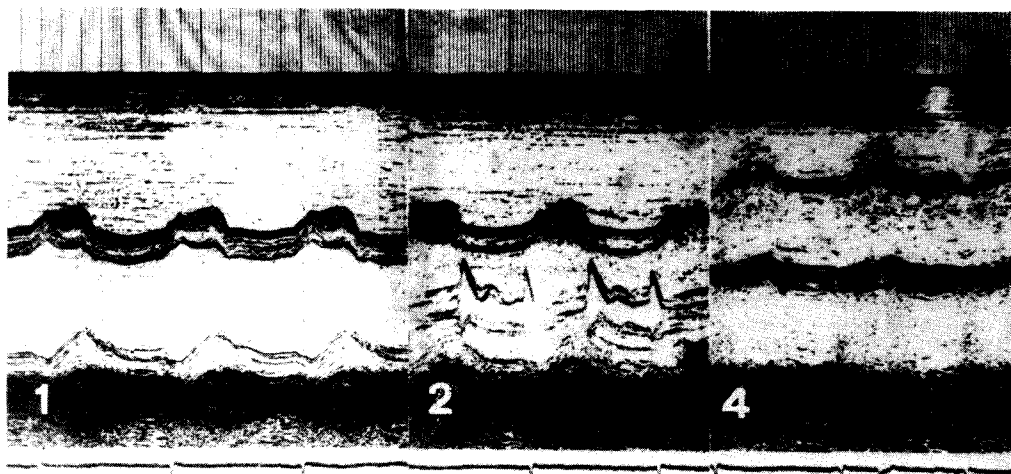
Ecocardiograma en modo M donde se visualizan los niveles ultrasónicos 1, 2 y 4. Se observa dilatación ventricular derecha, movimiento paradójal del septum con buen engrosamiento sistólico, buena motilidad de pared posterior, aurícula izquierda en límites máximos normales.
